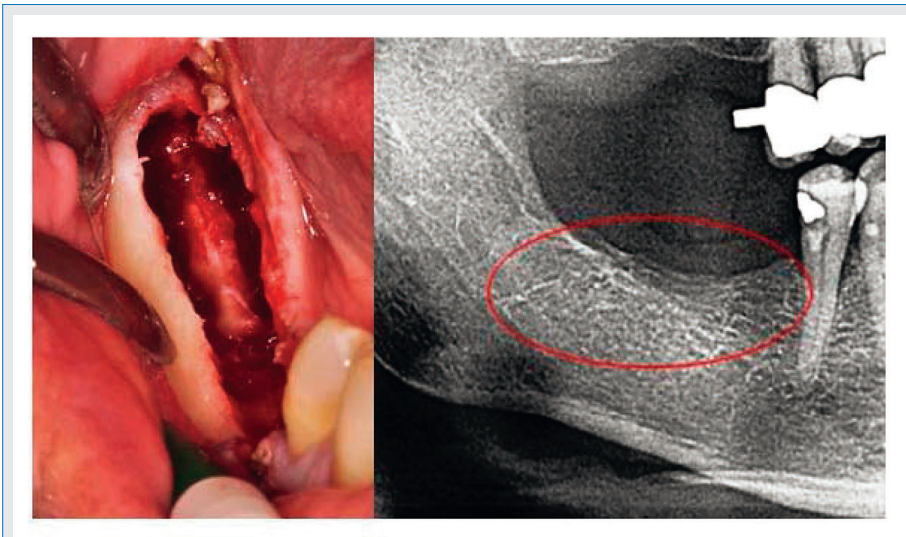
Kürettage von FDOK im Unterkiefer mit entblößten Infraalveolarnerv. Der rechte Teil der Abbildung zeigt eine Röntgenaufnahme ohne irgendwelche Anzeichen von entsprechendem Krankheitsgeschehen im Kieferknochen.
